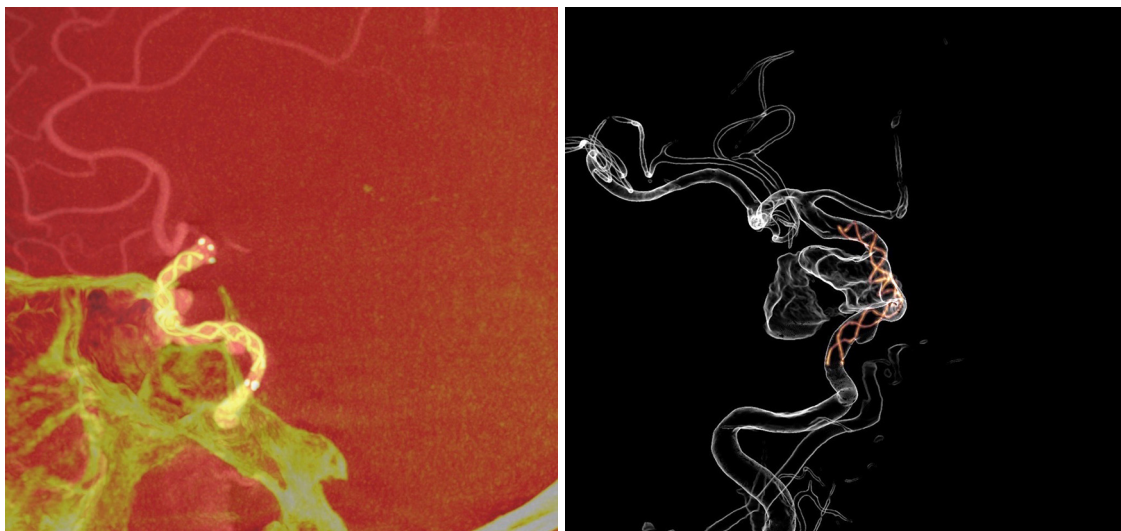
Контрольні післяопераційні серії FD КТ з ангиопротоколом Virtual dilution
